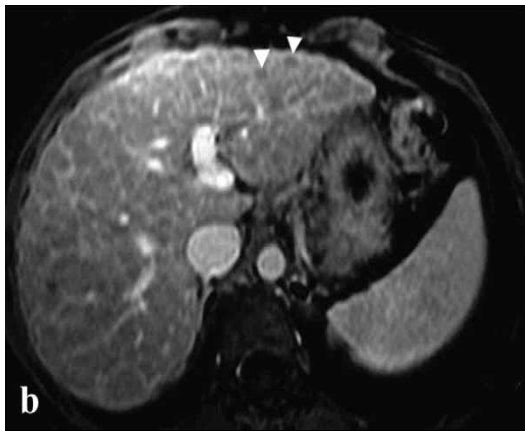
coupes transversales en IRM chez deux patients (b : T1; d : T2) montrant multiples nodules hypointenses avec septa hyperintense ressemblant au "nid d'abeilles" [10].
